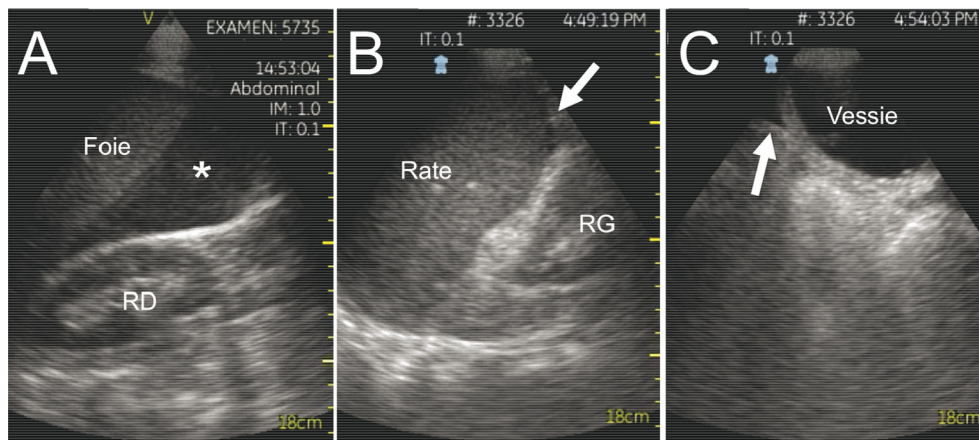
Images échographiques montrant un épanchement intrapéritonéal visible au niveau des loges hépato-rénale de Morison (*, A), spléno-rénale de Köhler (flèche, B) et du cul-de-sac de Douglas (flèche, C). RD : rein droit ; RG : rein gauche
